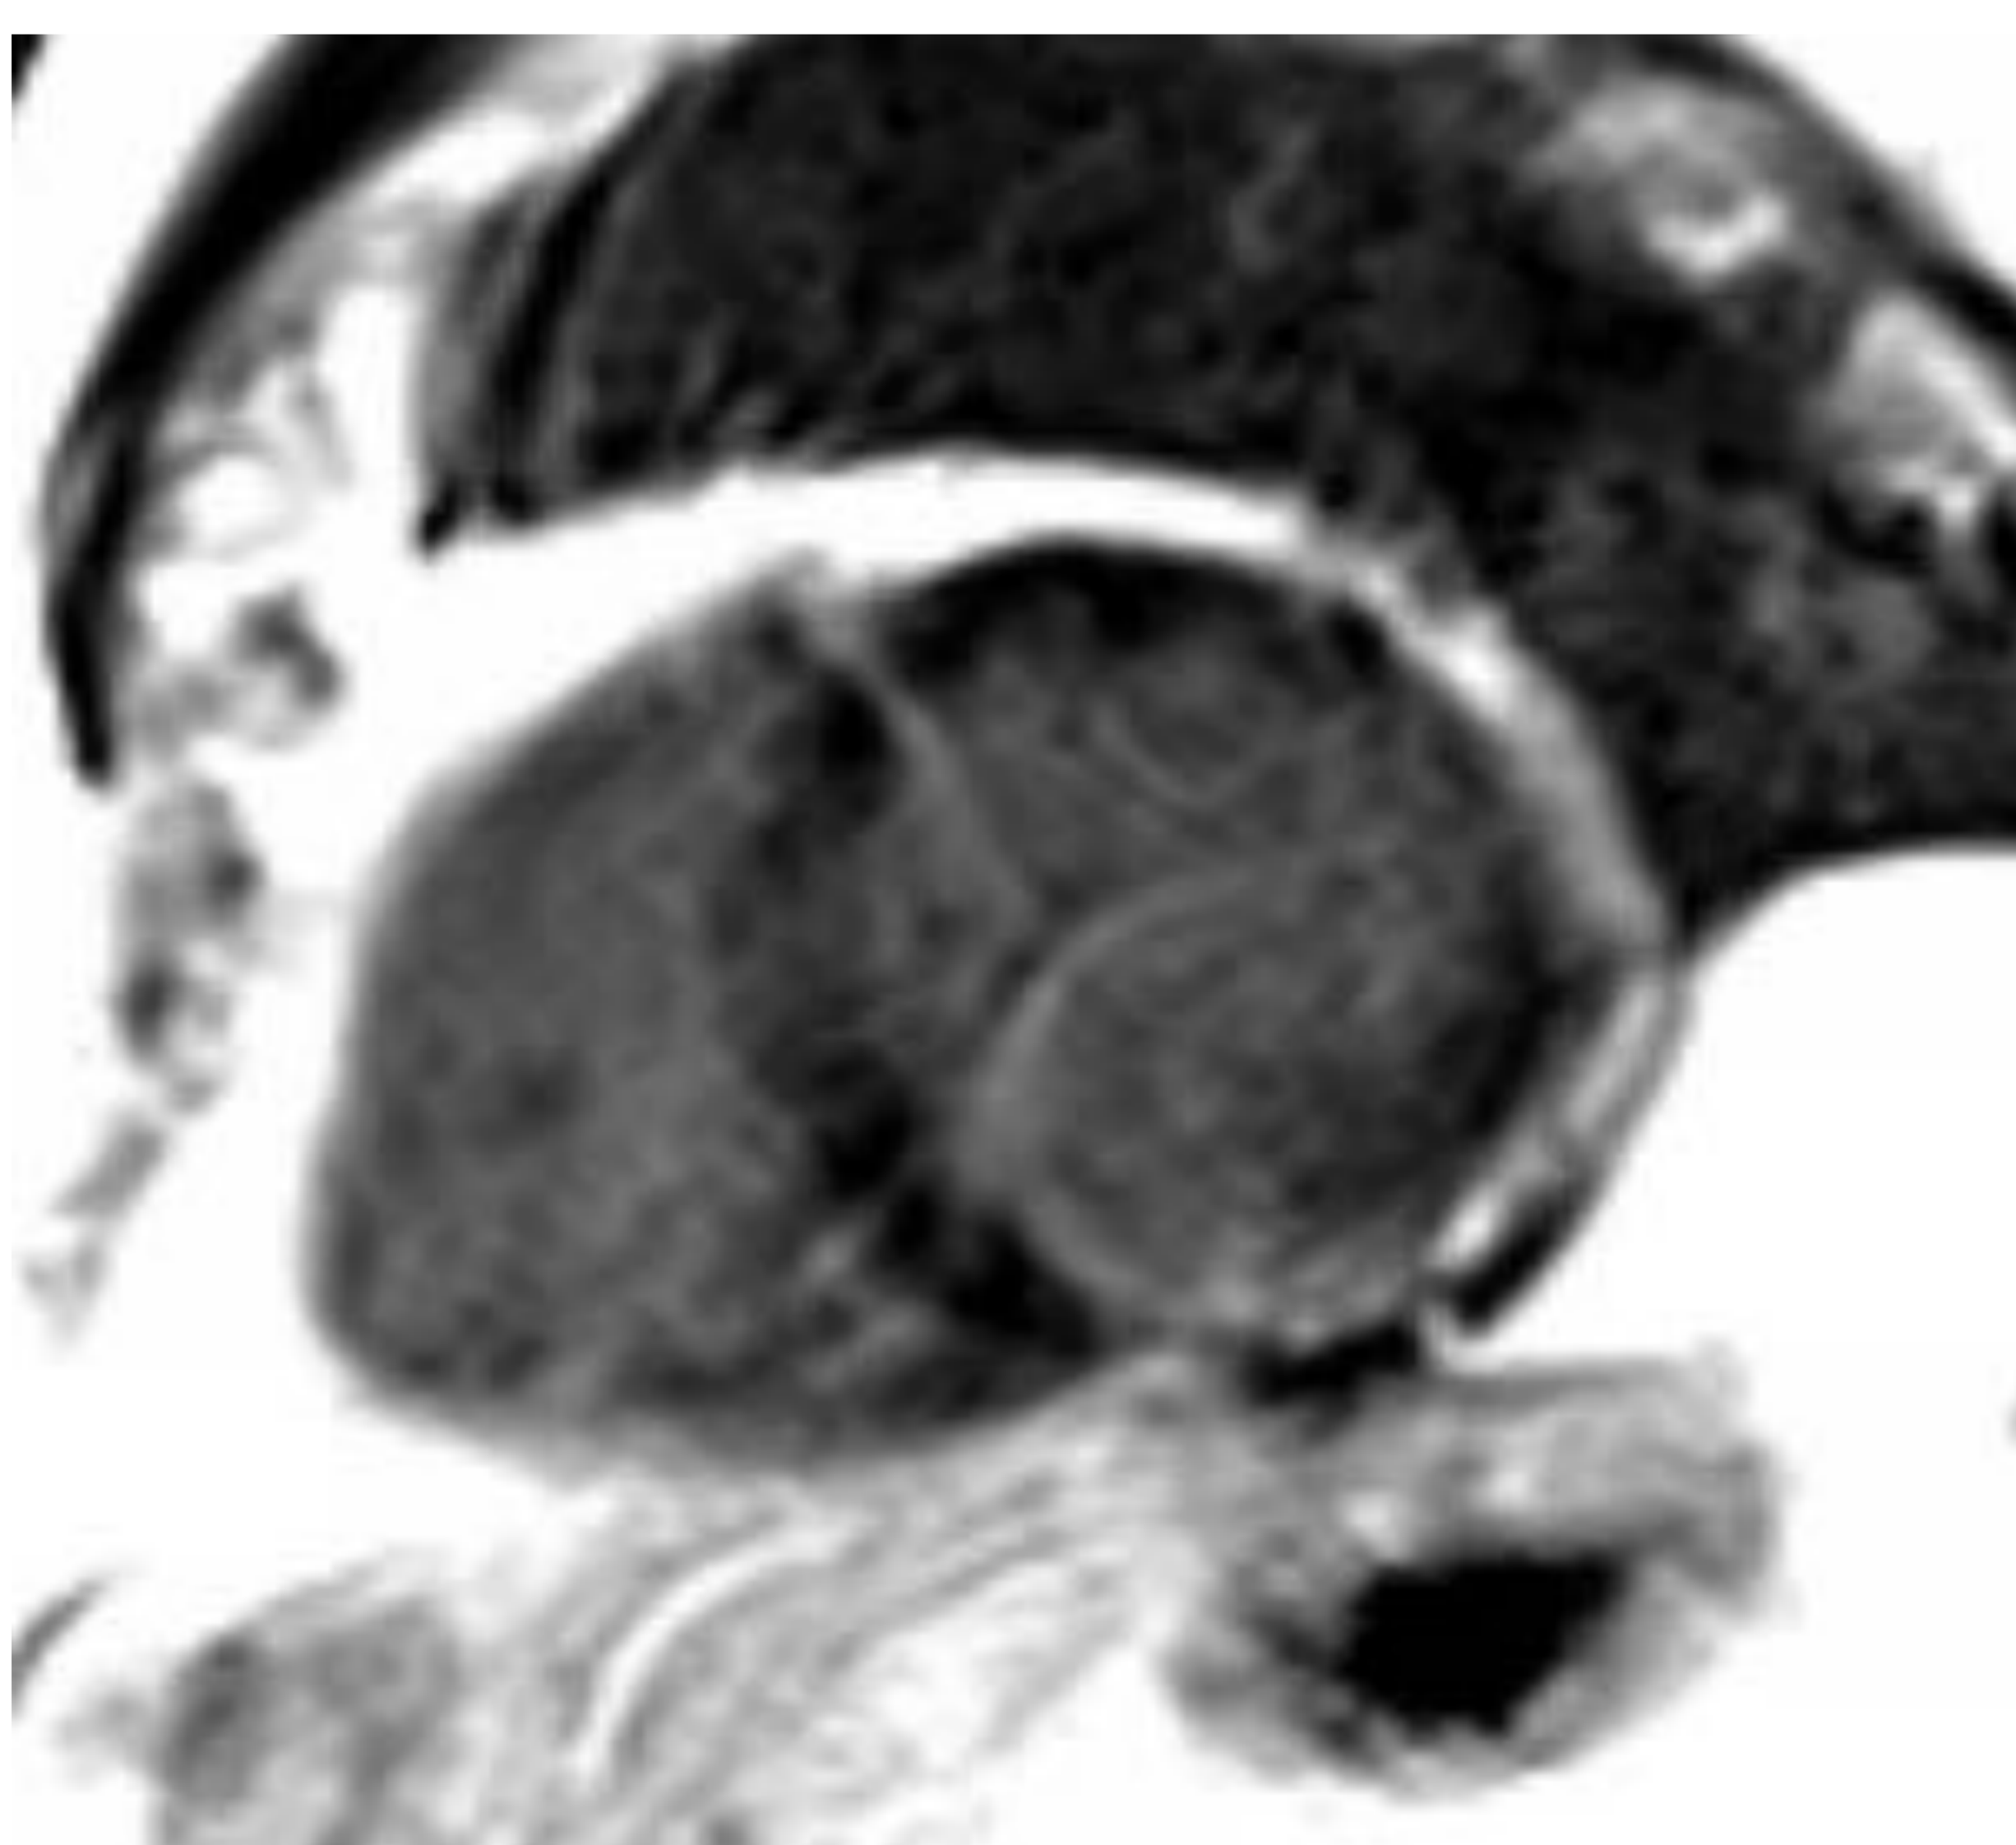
RTG subendocárdico inferior medio apical
